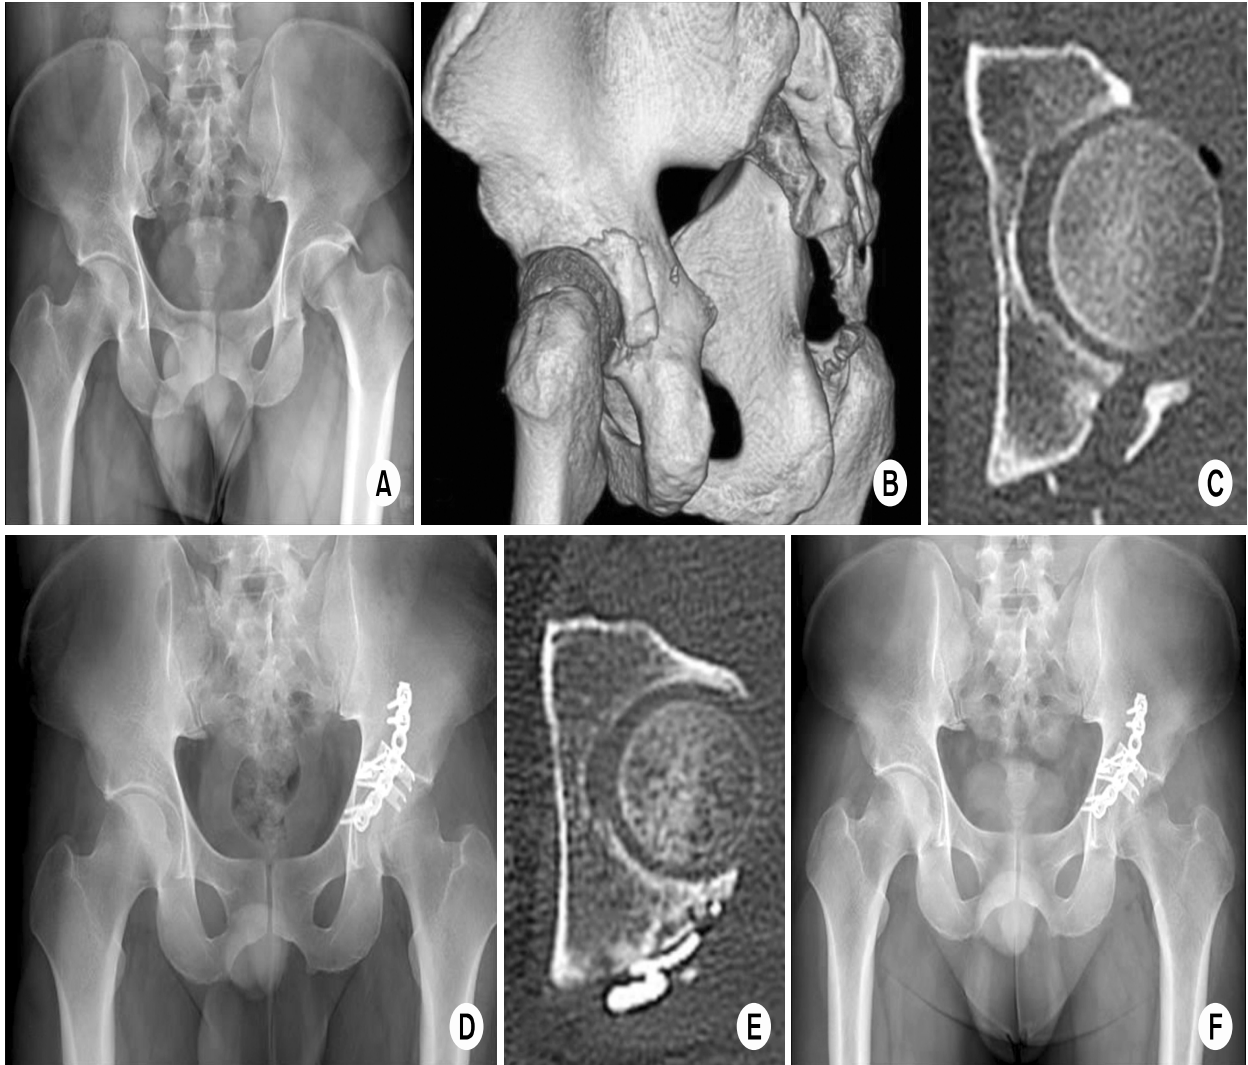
A 37-year-old male with a left hip fracture and dislocation with an acetabular posterior wall fracture. (A) Preoperative anteroposterior radiograph of the pelvis. (B) Preoperative three dimensional computed tomography scan. (C) The small bony fragment is observed in the acetabular posterior wall. (D) Postoperative anteroposterior radiograph of the pelvis. Applying the reconstruction plate and spring plate against the fracture site for reduction. (E) Postoperative computed tomography scan shows configuration of the spring plate. (F) The anteroposterior radiograph of the pelvis after 1 year.
